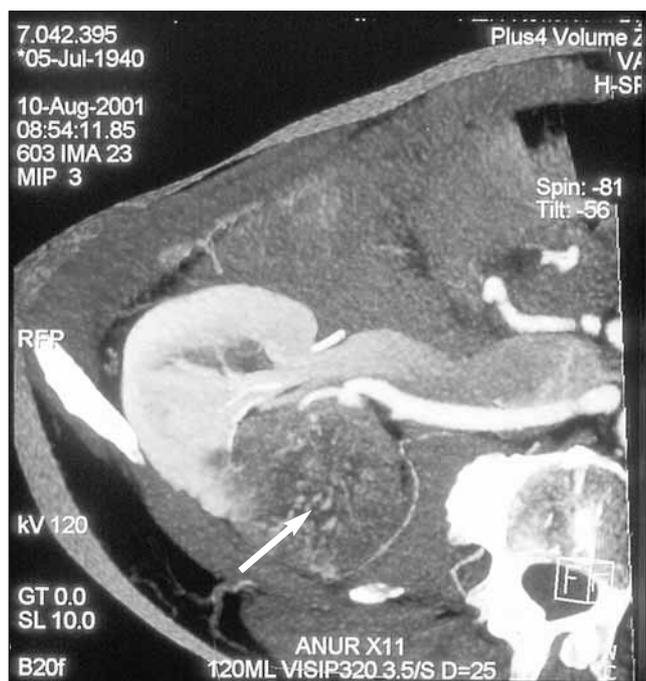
Компьютерная томография — ангиография
